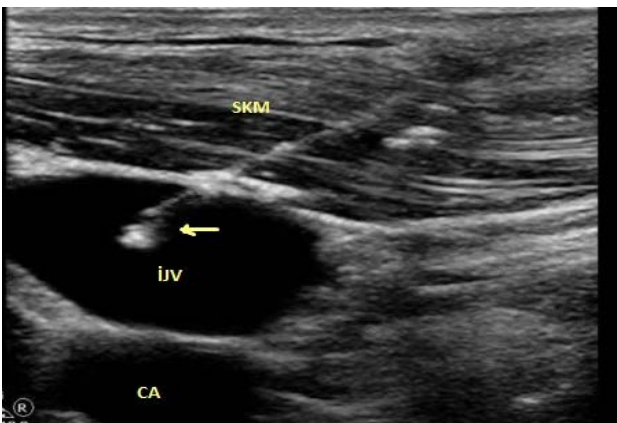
The out-plane appearance of the IJV and needle; Arrow: USG shows the needle that appears as a hyperechoic point in the IJV lumen.
